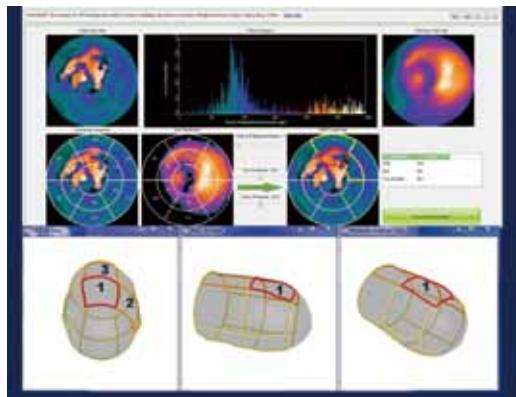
核素推荐左室导线植入部位：术前SPECT提示左室导线植入最佳部位在左室前壁图中标注的“1”号部位。
